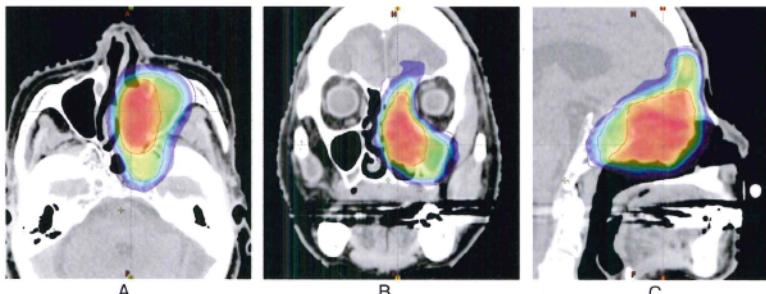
ノバリスTxによる精細で自由度の高い線量分布図の例(FDG集積を考慮したSIB法)
